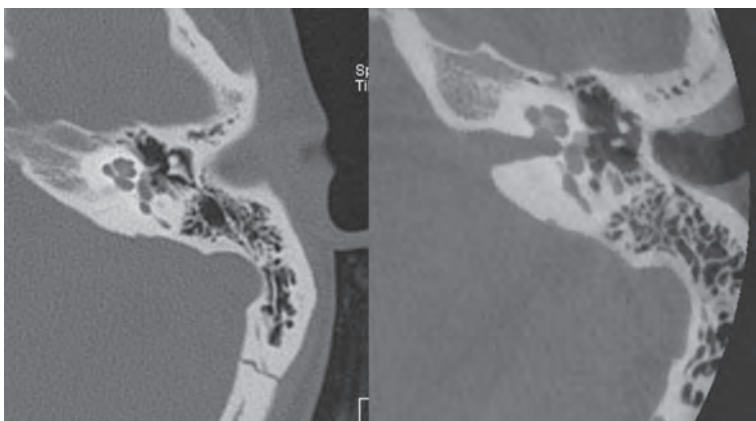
Suivi d'otospongiose ; CT64 versus CBCT : excellente visualisation du foyer d'otospongiose.
